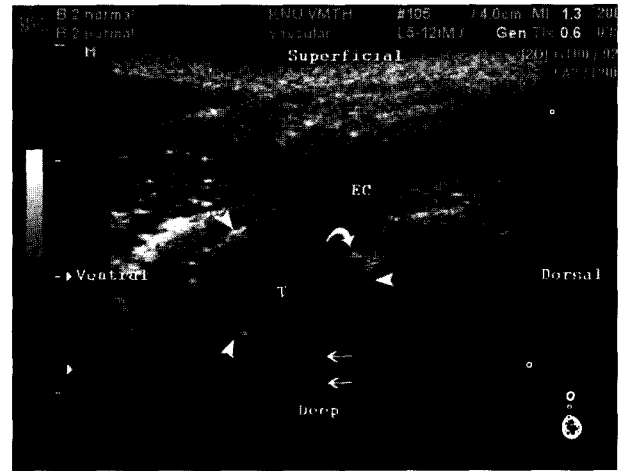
The ultrasonographic image of the canine ear canal after the tympanic membrane was ruptured experimentally. The fluid that was infused into the external ear canal is locating within the tympanic cavity and is doing a role as an acoustic window. The external ear canal(EC) and tympanic bulla(T) are filled with anechoic fluid. The ruptured tympanic membrane is not seen on this image. The hyperechoic circular margin is the bony wall of tympanic bulla(arrow heads). The medial wall of the bulla makes acoustic shadowing(arrows). The horizontal ear canal is impressed as a thin lumen by the pressure of transducer. A hyperechoic bony structure(curved arrow) can be seen at the junction of the horizontal ear canal and tympanic bulla.
